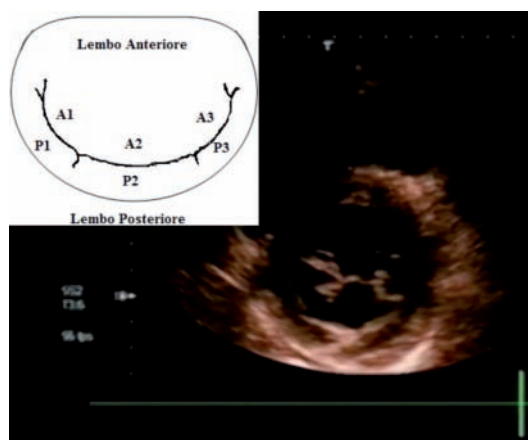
Parasternale asse corto: prollasso del LPM, verosimilmente di P2.
